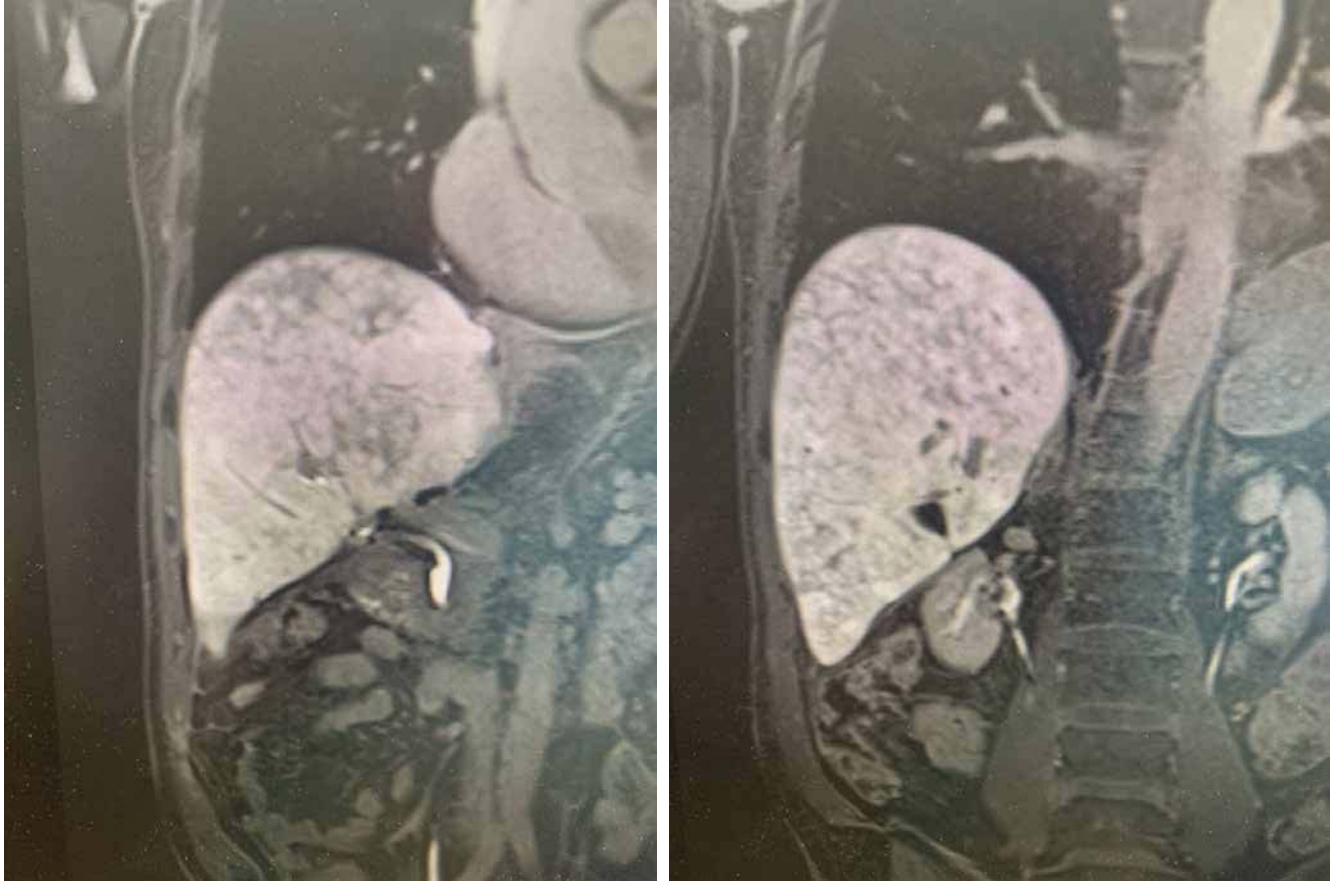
Магнітно-резонансна томографія печінки з гепатотропним контрастним препаратом гадоксетової кислоти (гепатобіліарна фаза)
